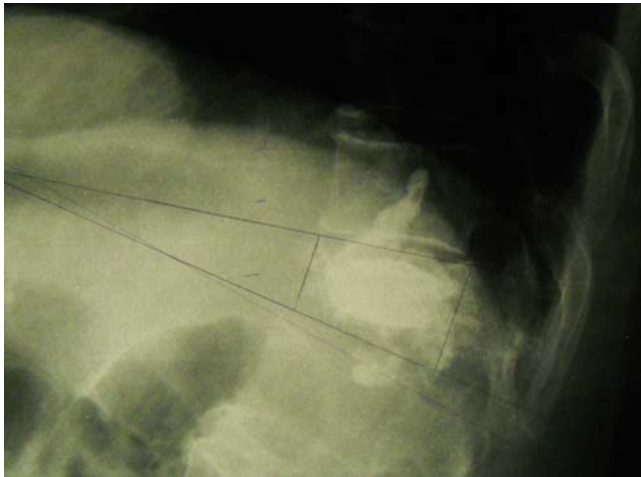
Radiographie de Profil : fuite de ciment.
